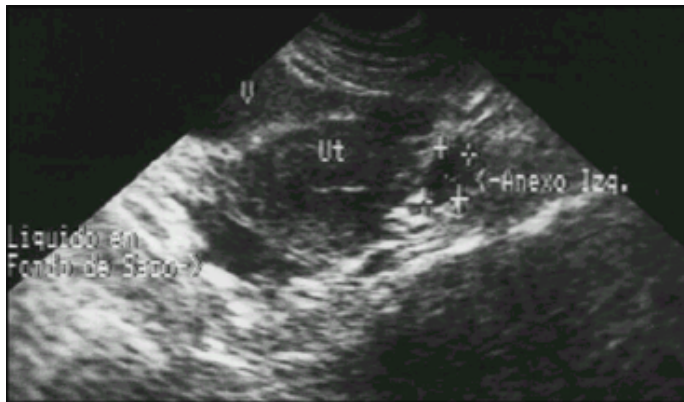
Ecosonograma, corte transversal donde se aprecia el útero (Ut) vacío; una imagen quística en el anexo izquierdo y otra imagen con contenido líquido retro-uterina lateralizada hacia el lado derecho, y escaso líquido libre en fondo de saco de Douglas. V = vejiga.
